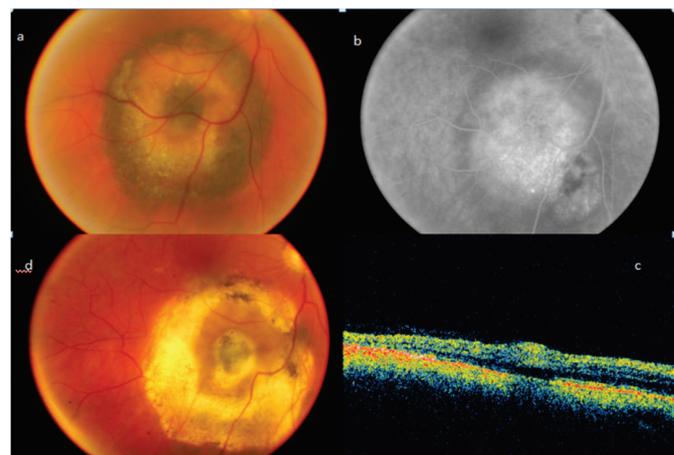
A-Melanoma central com anel laranja; B - Angiografia fluoresceínica com defeitos mistos; C - Aspecto pós-TTT; D - Tomografia de coerência óptica (OCT) com líquido nas margens pré-tratamento
